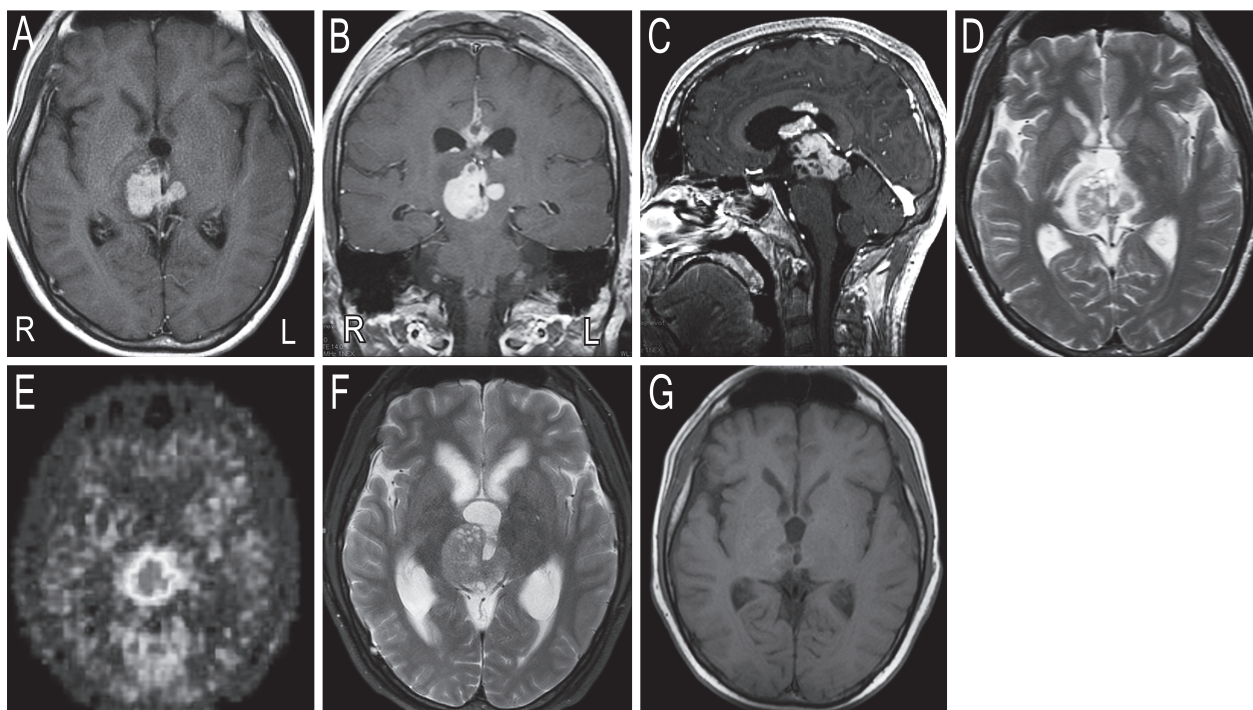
Head magnetic resonance imaging and methionine-positron emission tomography of the patient.
